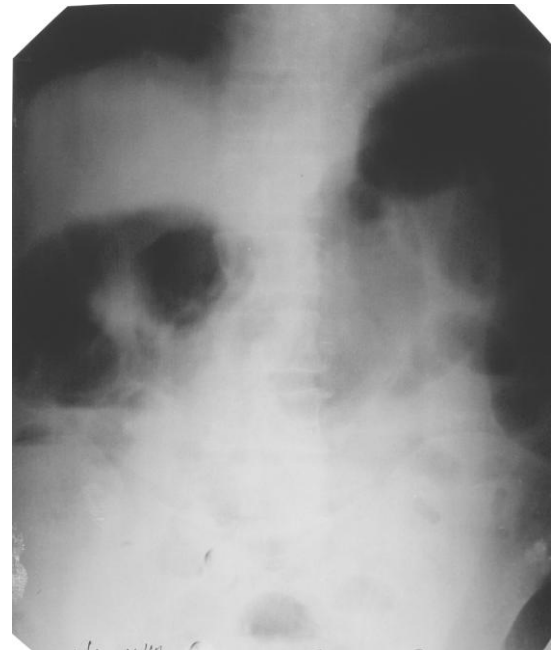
Рентгенограмма после терапии
